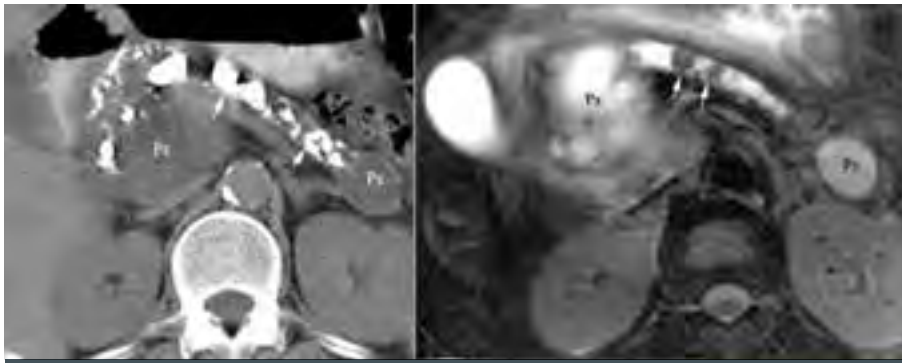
Pancreatită cronică cu litiază de Wirsung (săgeți), calcificări și două pseudochisturi, unul în regiunea caudală și altul la nivelul regiunii cefalo-istmice pancreatice- comparație CT, IRM în ponderație T2.
